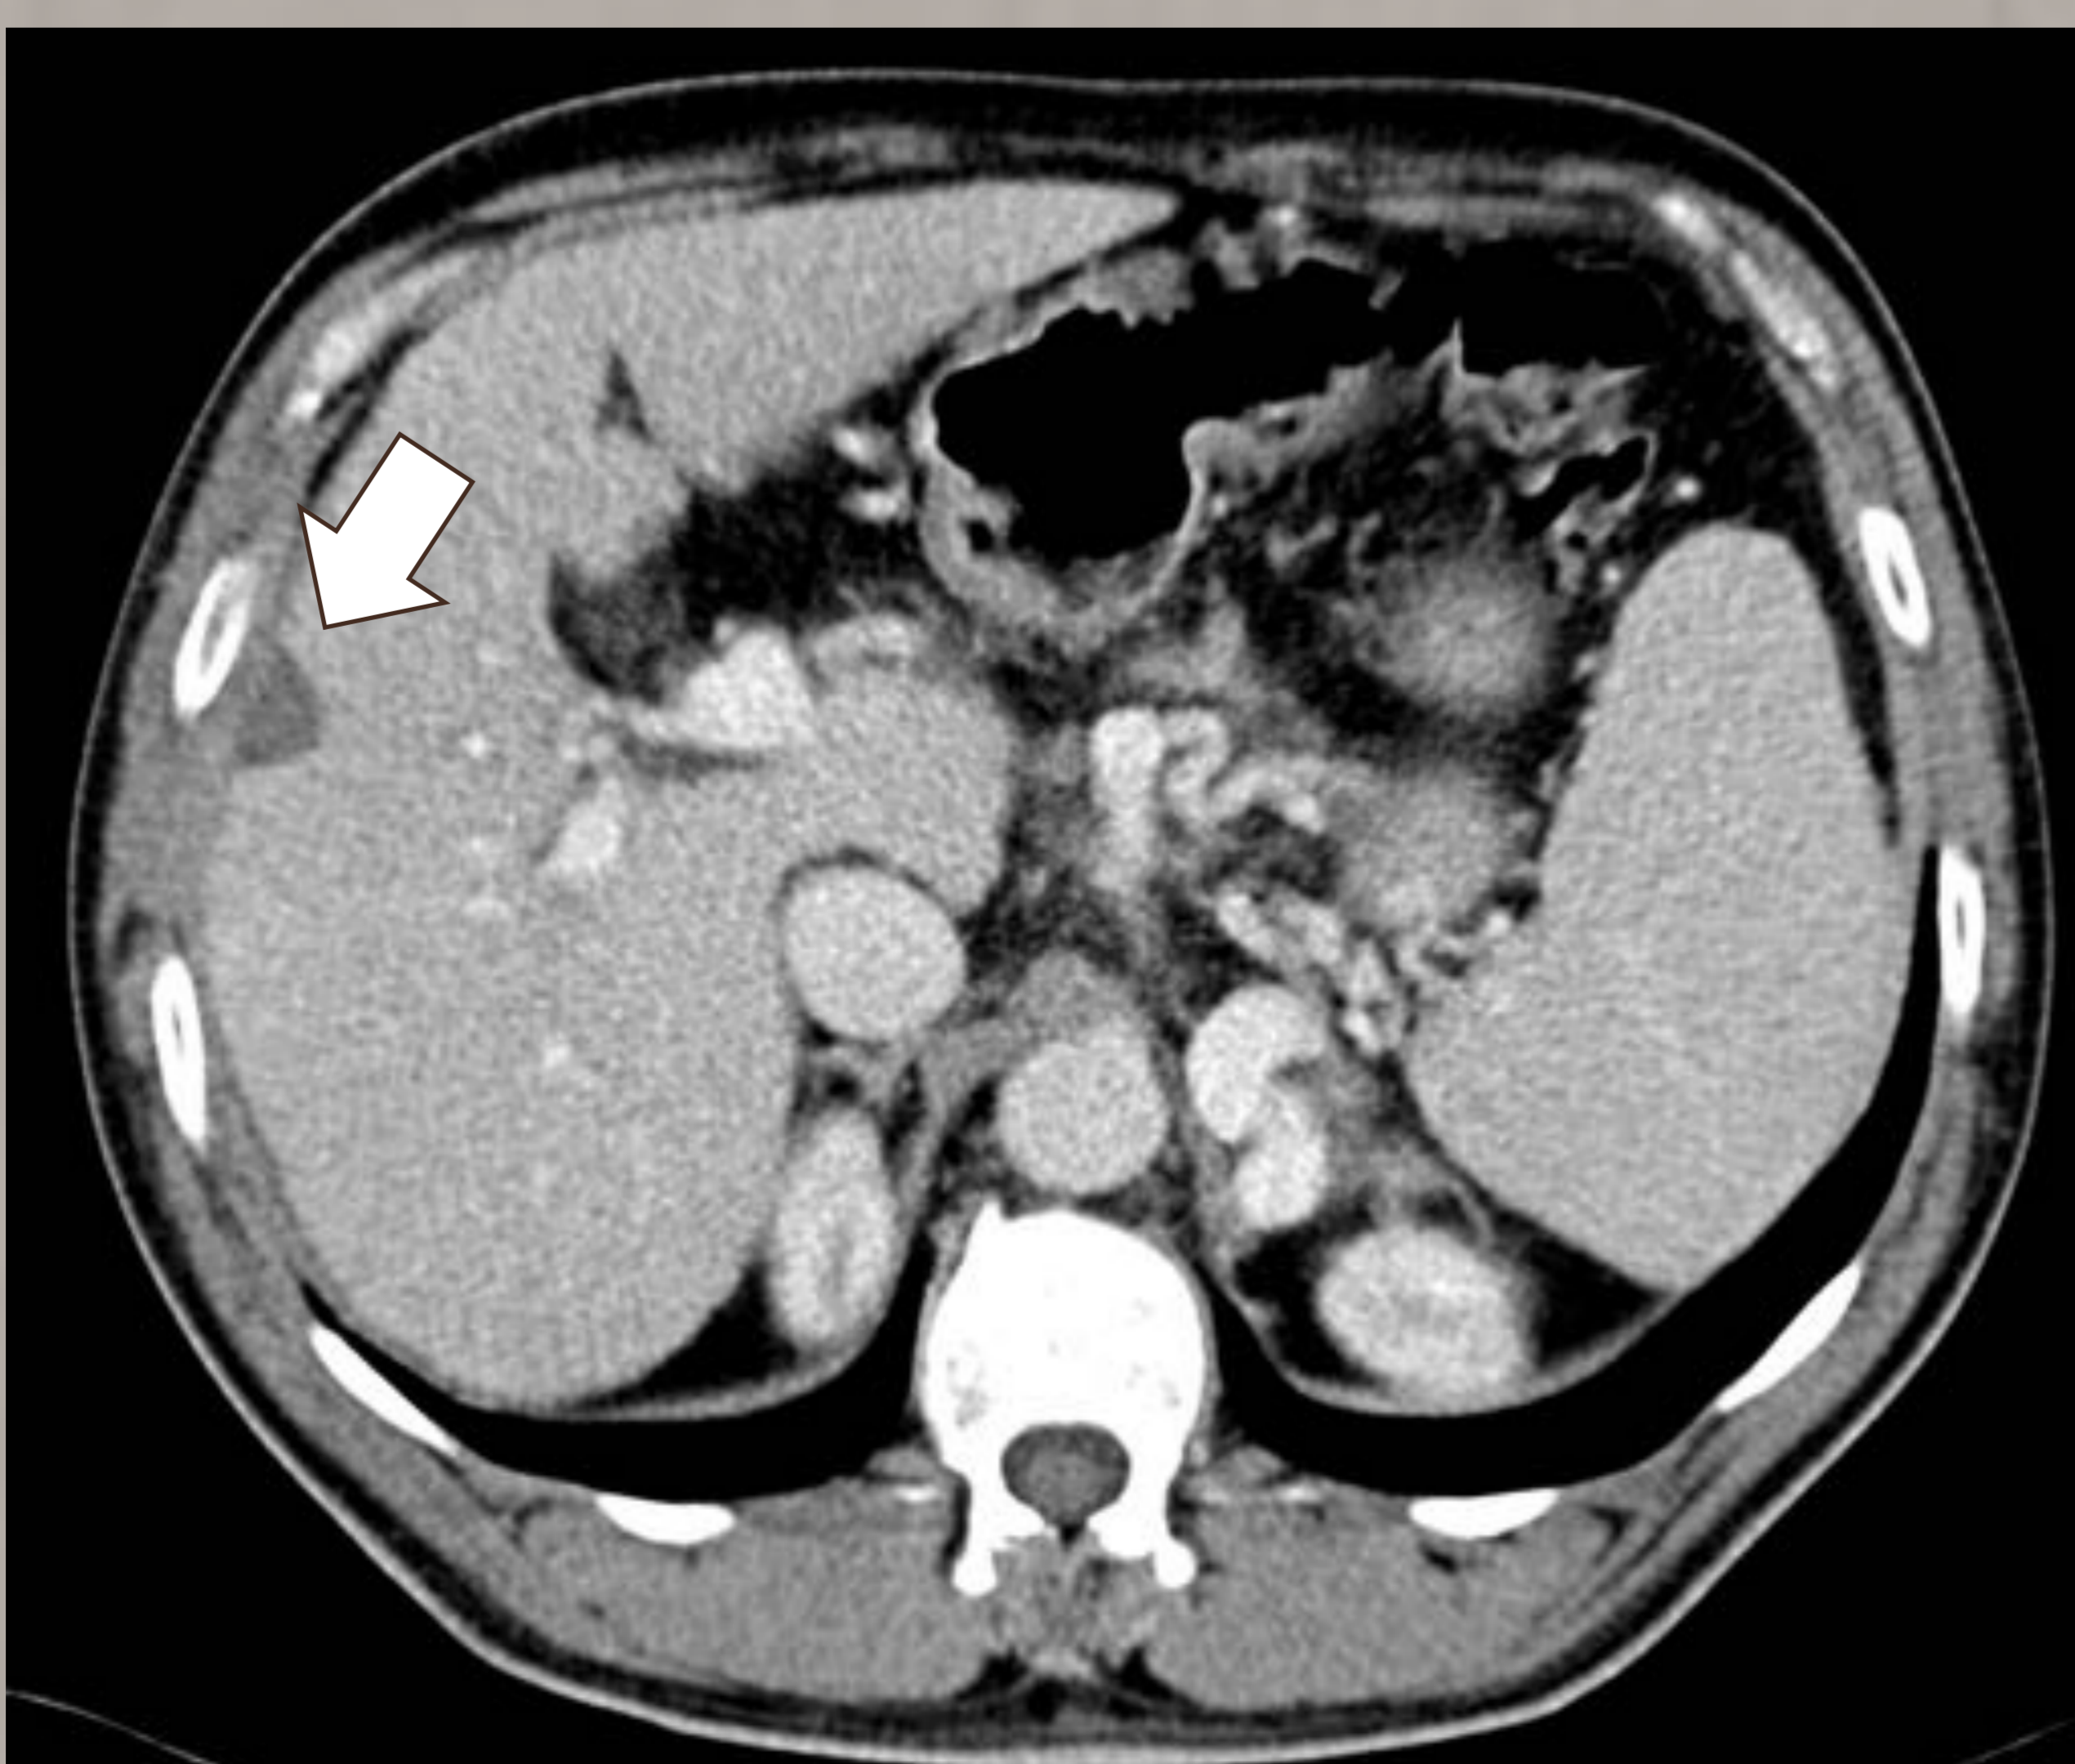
Corte axial de TC en fase venosa a los 6 meses del tratamiento del paciente de las figuras 7 y 8. Lesión hipodensa y sin realce en relación con ablación completa.
